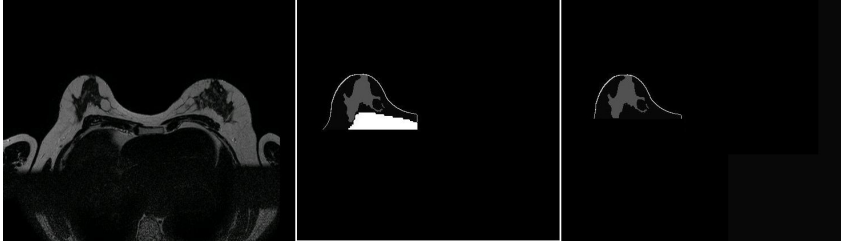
Corte de RM original (izquierda), segmentación con músculo pectoral (centro) y sin músculo (derecha).
